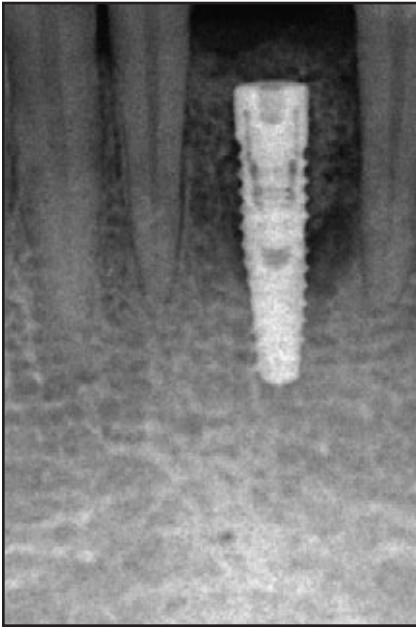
(links) Röntgenbild, das nach der Implantation gemacht wurde; es zeigt das Implantat zusammen mit dem bovinen Knochenransplantat.
